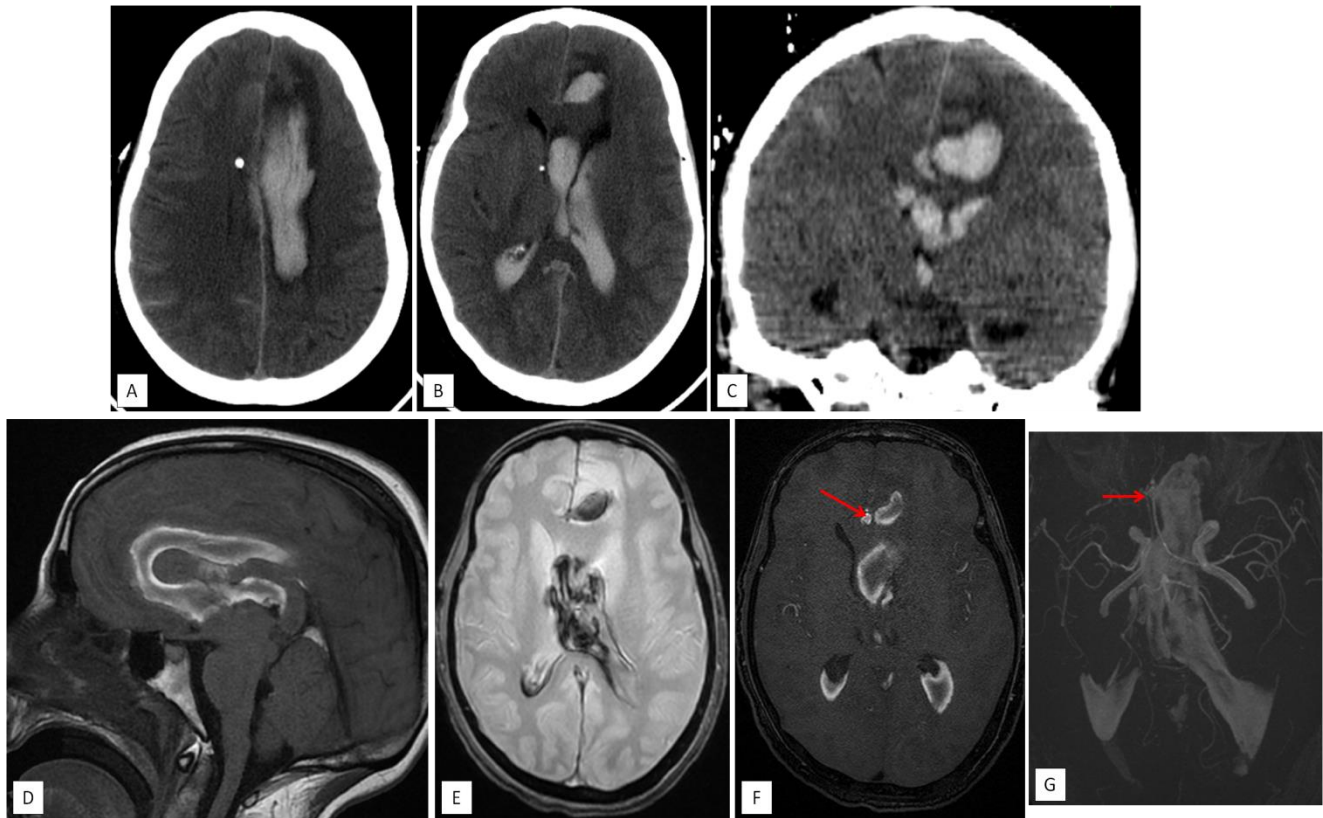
La TDM cérébrale sans injection (A, B, C) objective la présence d'une hémorragie méningée avec inondation ventriculaire Fisher IV avec présence d'un hématome frontal interne gauche.
